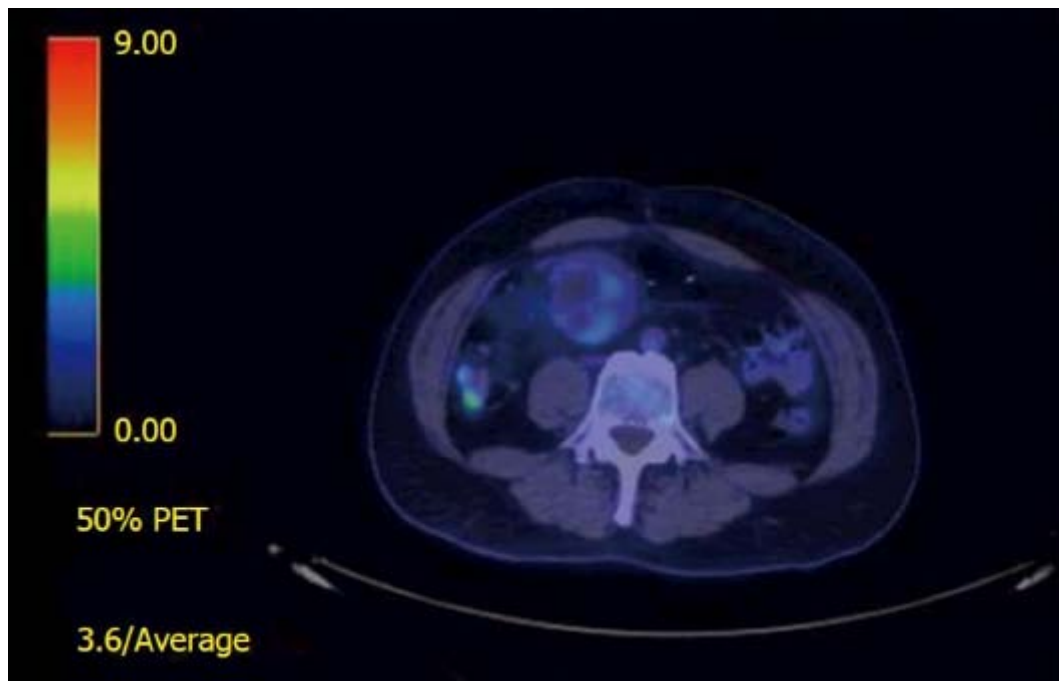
Images par tomographie à émission de positron et de fluorodésoxyglucose d'une tumeur stromale gastro-intestinale de l'intestin grêle. Il existe une masse avide de fluoro-désoxyglucose légèrement adjacente à l'anastomose jéjunale suggérant une récurrence locale.[188]
